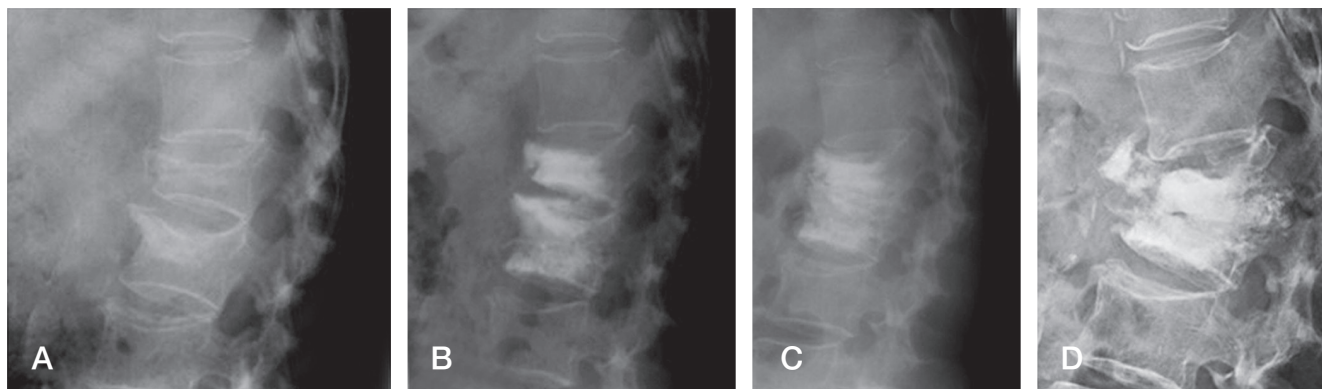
(A) Seventy years old woman had osteoporotic compression fracture of L1 and L2. (B) She underwent percutaneous vertebroplasty on both L1 and L2, (C) During the two-year postoperative follow-up, an X-ray showed increased focal kyphotic angle between L1 and L2, (D) During the six-year postoperative follow-up, an X-ray showed a marked increased kyphotic angle and cemented vertebrae breakage at L1 and L2.
